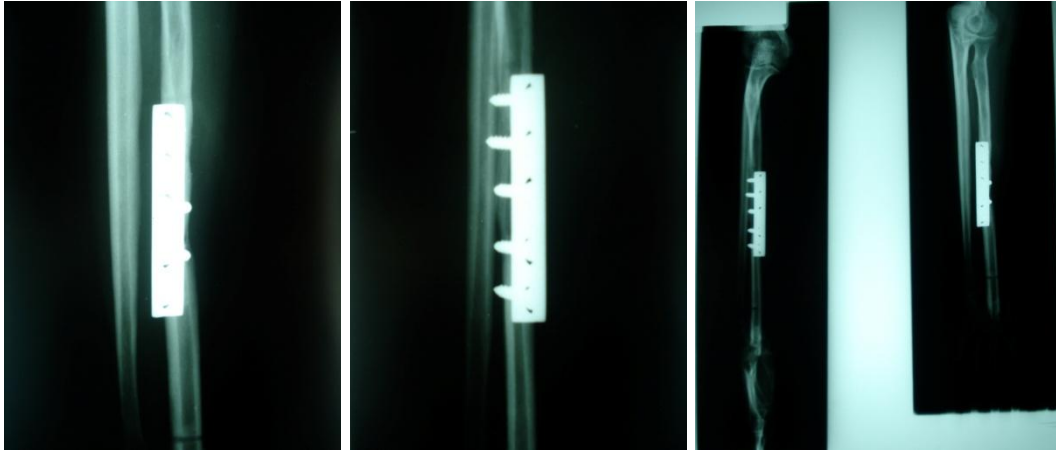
radiographie en face et profil de l'avant bras montrant la consolidation du greffon au niveau diaphysaire (après 06 mois).
